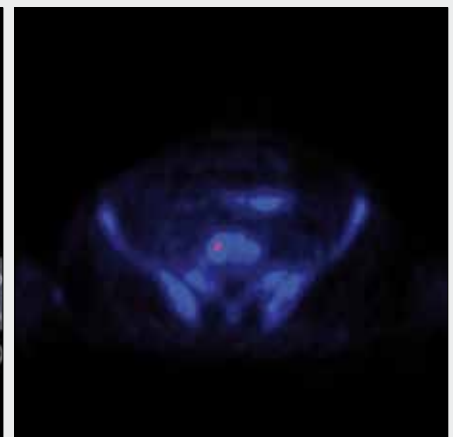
Mixed metastases, prostatic carcinoma, osteoblastic activity is shown only in the active turnover zones, but no radiopharmaceutical accumulation is present within the mass of tumorous tissue. A – PET, whole body MIP; B, C, D – CT, PET/CT fusion, PET of the osteolytic metastatic lesion in sacrum; E, F, G – CT, PET/CT fusion, PET of the mixed lesion in iliac bone; H, I, J – CT, PET/CT fusion, PET of the lytic lesion in tibia
